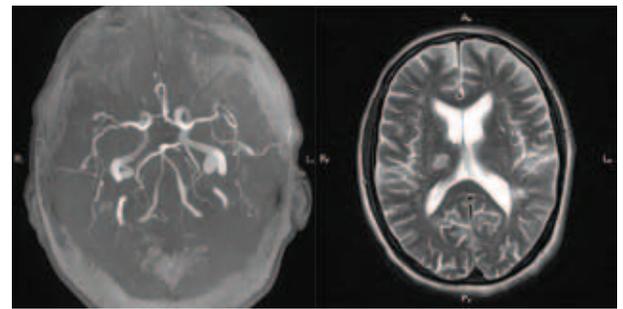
Магнитно-резонансная ангиография и магнитно-резонансная томография головного мозга в режиме T2 (магнитно-резонансный томограф с напряженностью магнитного поля 3T): стеноз левой задней мозговой артерии в сегменте P1 (слева) и ишемические очаги в обоих полушариях большого мозга, в том числе в бассейне левой задней мозговой артерии (справа)
